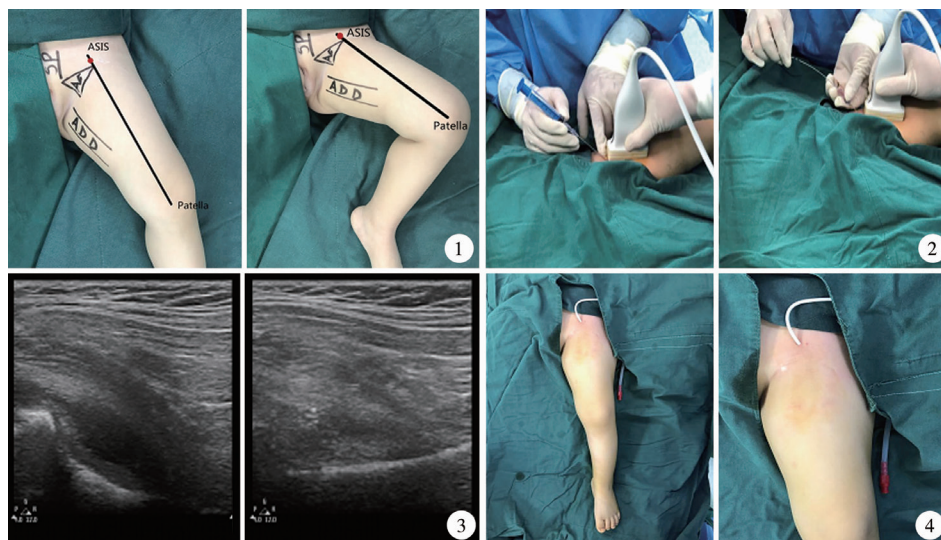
化脓性髋关节炎患者手术穿刺点及体位选择 注 AC:髋臼;ADD:内收长肌;SP:耻骨联合;ASIS:髂前上棘;Patella:髌骨 图2 化脓性髋关节炎患者术中穿刺和置管 图3 脓腔和抽出脓汁的超声图 图4 化脓性髋关节炎患者穿刺完成、留置引流管
